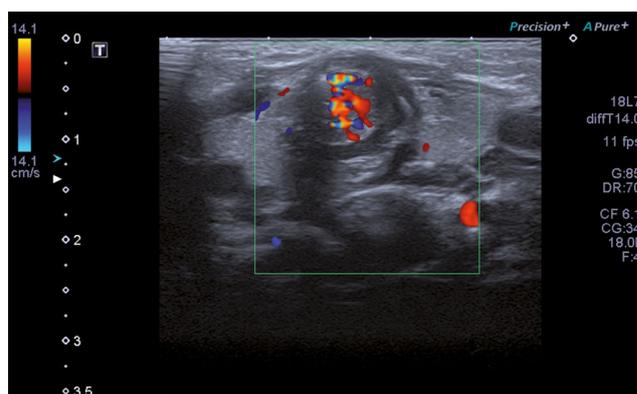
Ecografía Doppler cervical. Se observa desplazamiento anterior de la vía aérea superior con estrechamiento lobulado de la tráquea subglótica en relación con la imagen identificada en ecografía por dentro del cartílago tiroideo de medidas de 7 x 7 mm en el plano transversal, marcadamente hipervasascular con Doppler.
